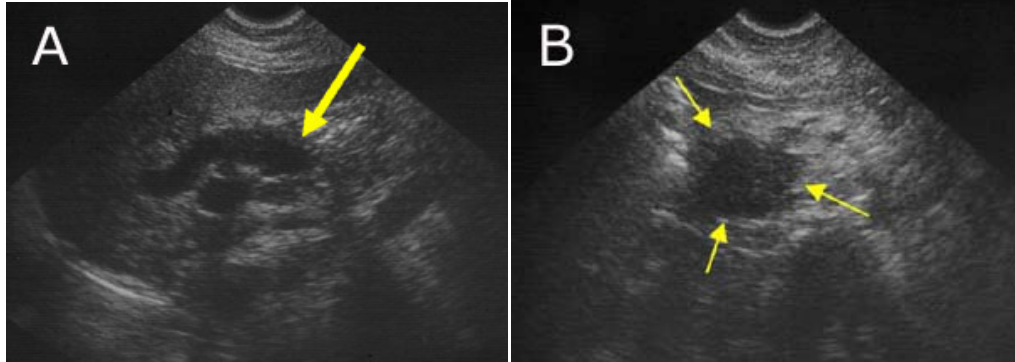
A- Ecografía abdominal: dilatación del CHC y colédoco proximal (11 mm.). El colédoco proximal se estenosa abruptamente (flecha). B- Ecografía abdominal. Corte transversal a nivel de la cabeza del páncreas. Se observa una masa sólida, hipocogénica que mide 5 cm de diámetro (flechas).
